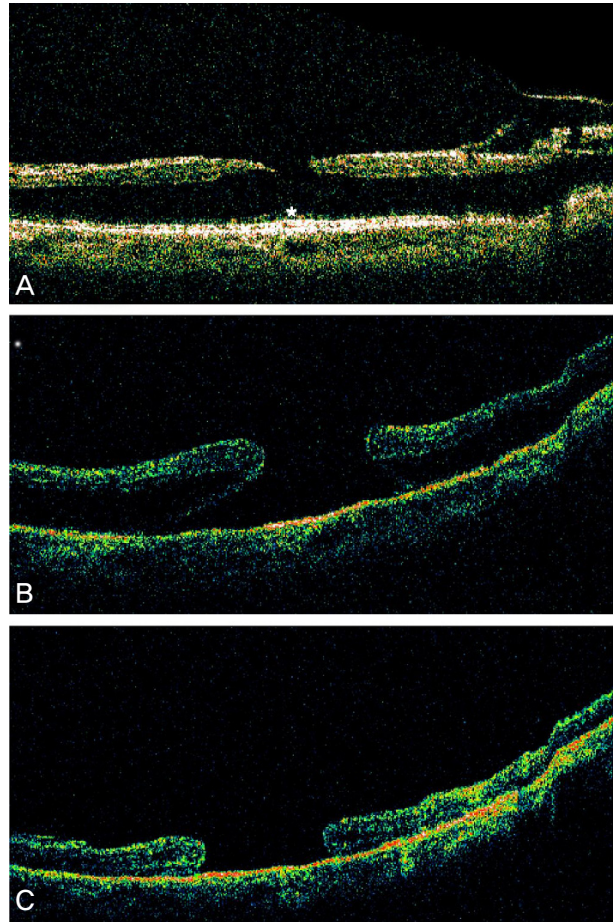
Case 4. (A) Optical coherence tomography findings show lamellar macular hole with extensive intraretinal split and intact photoreceptors (asterisk). Preoperative VA is 0.1. (B) OCT findings at 1 month after surgery show full-thickness macular hole with elevated margin. Fluid-gas exchange is performed. (C) Optical coherence tomography findings at 3 months after surgery show persistent full-thickness macular hole with reattached margin. BCVA is counting finger.
